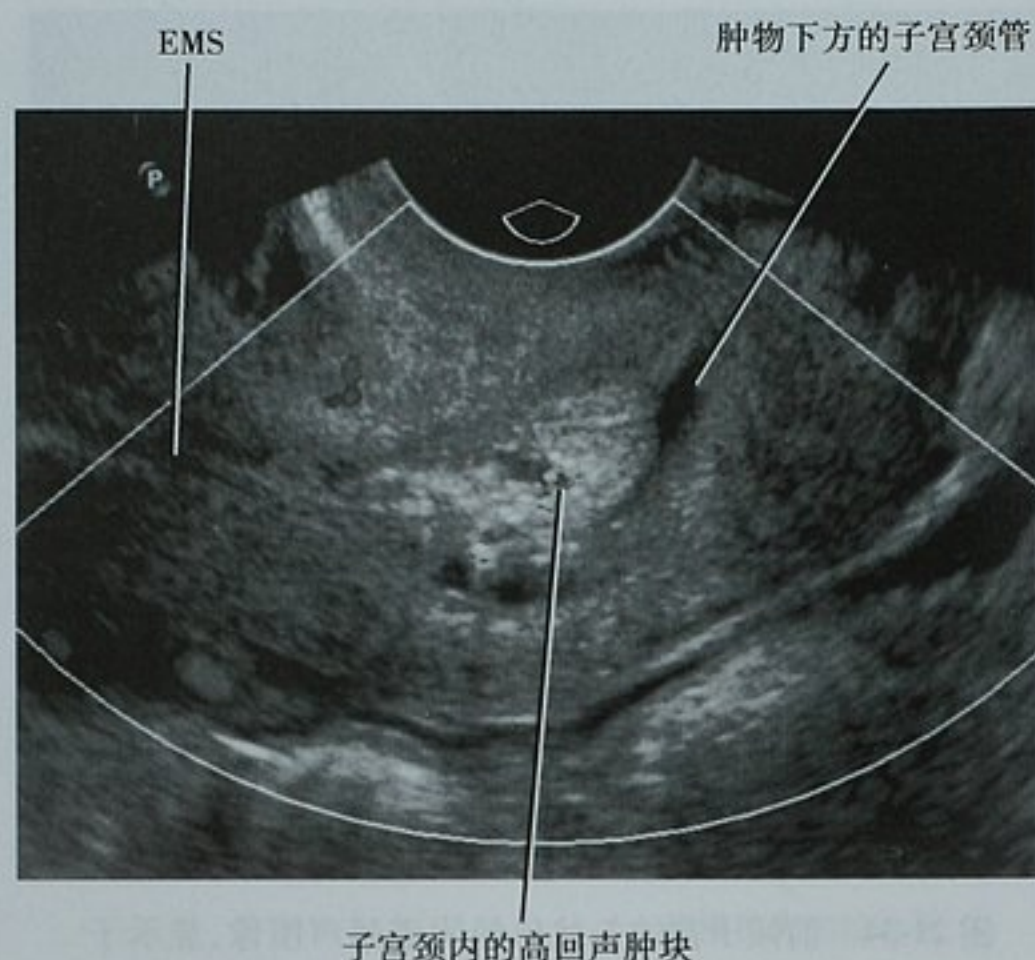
子宫颈和子宫下段矢状面经阴道超声图像, 显示宫颈腔内的一软组织肿块。该子宫颈癌在扩阴器检查时未能看到。EMS: 子宫内膜带
